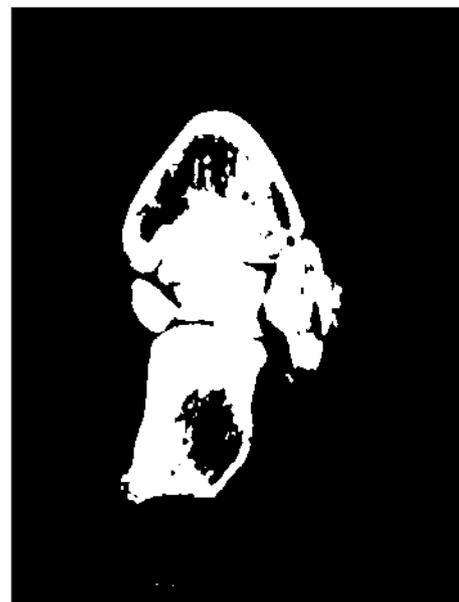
Tomografia computadorizada mostra dois segmentos do corpo do tálus sem consolidação, um superior, com mínimo desvio, e outro inferior, completamente rodado e transladado, comprometendo a articulação subtalar.
